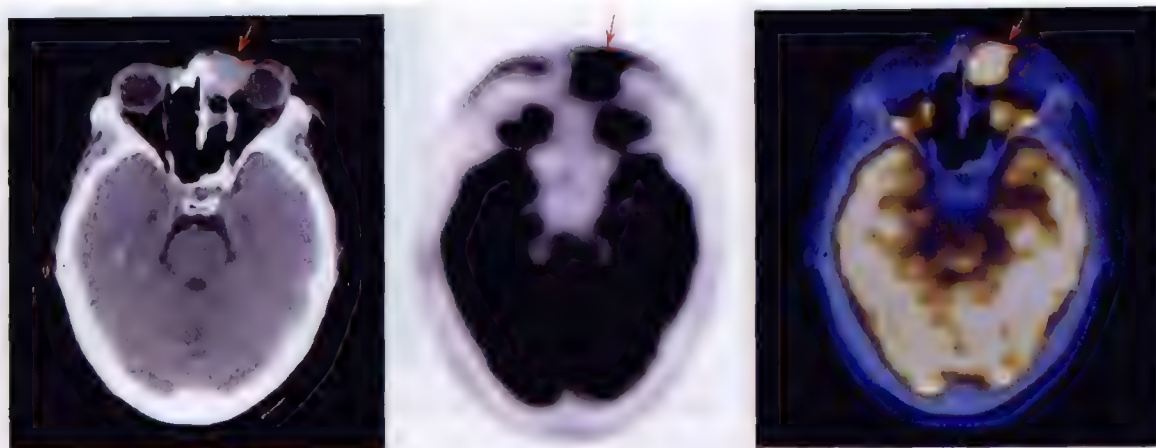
左侧筛窦癌术后复发 ^{18}F -FDG PET/CT 显像
